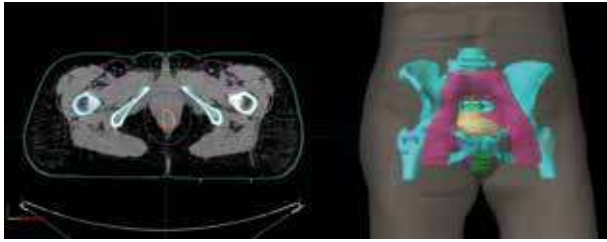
Cáncer de ano. Definición de volúmenes en TAC- simulación y reconstrucción tridimensional.
